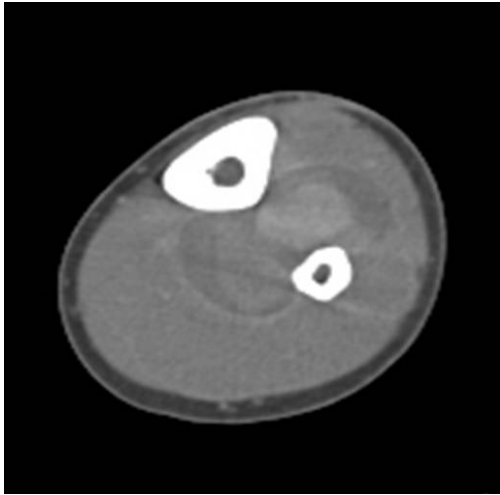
Axial view of MRI shows a intermuscular hematoma in the posterior deep compartment of the left lower leg.
